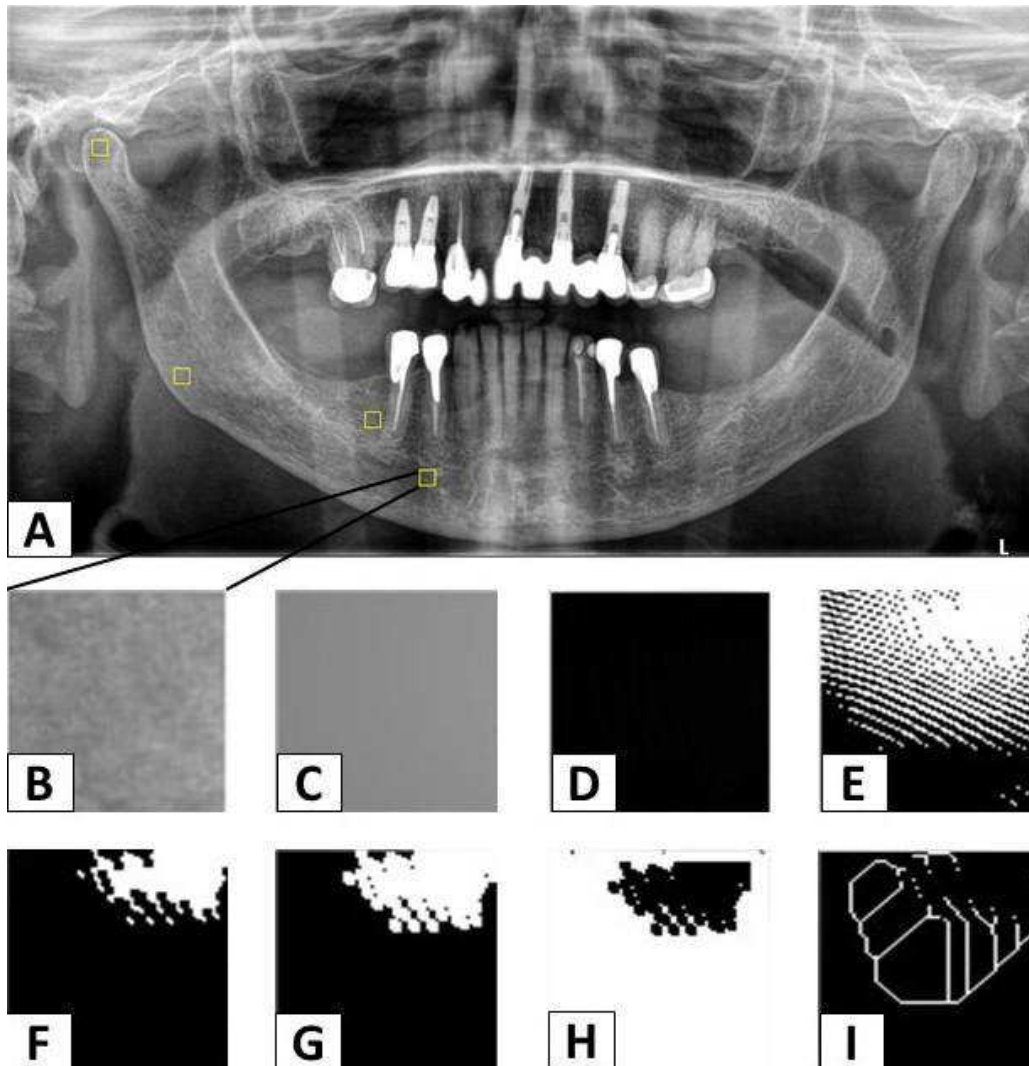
Etapas da análise da dimensão fractal em uma região de interesse selecionada. A – Radiografia panorâmica; B – Seleção do ROI (40 x 40); C – Imagem desfocada com o filtro Gaussiano; D – Subtração da região de interesse da imagem original; E – Adição de 128 do valor de cinza para cada localização de pixel; F – Binarização; G – Erosão; H – Dilatação; I – Esqueletonização.
